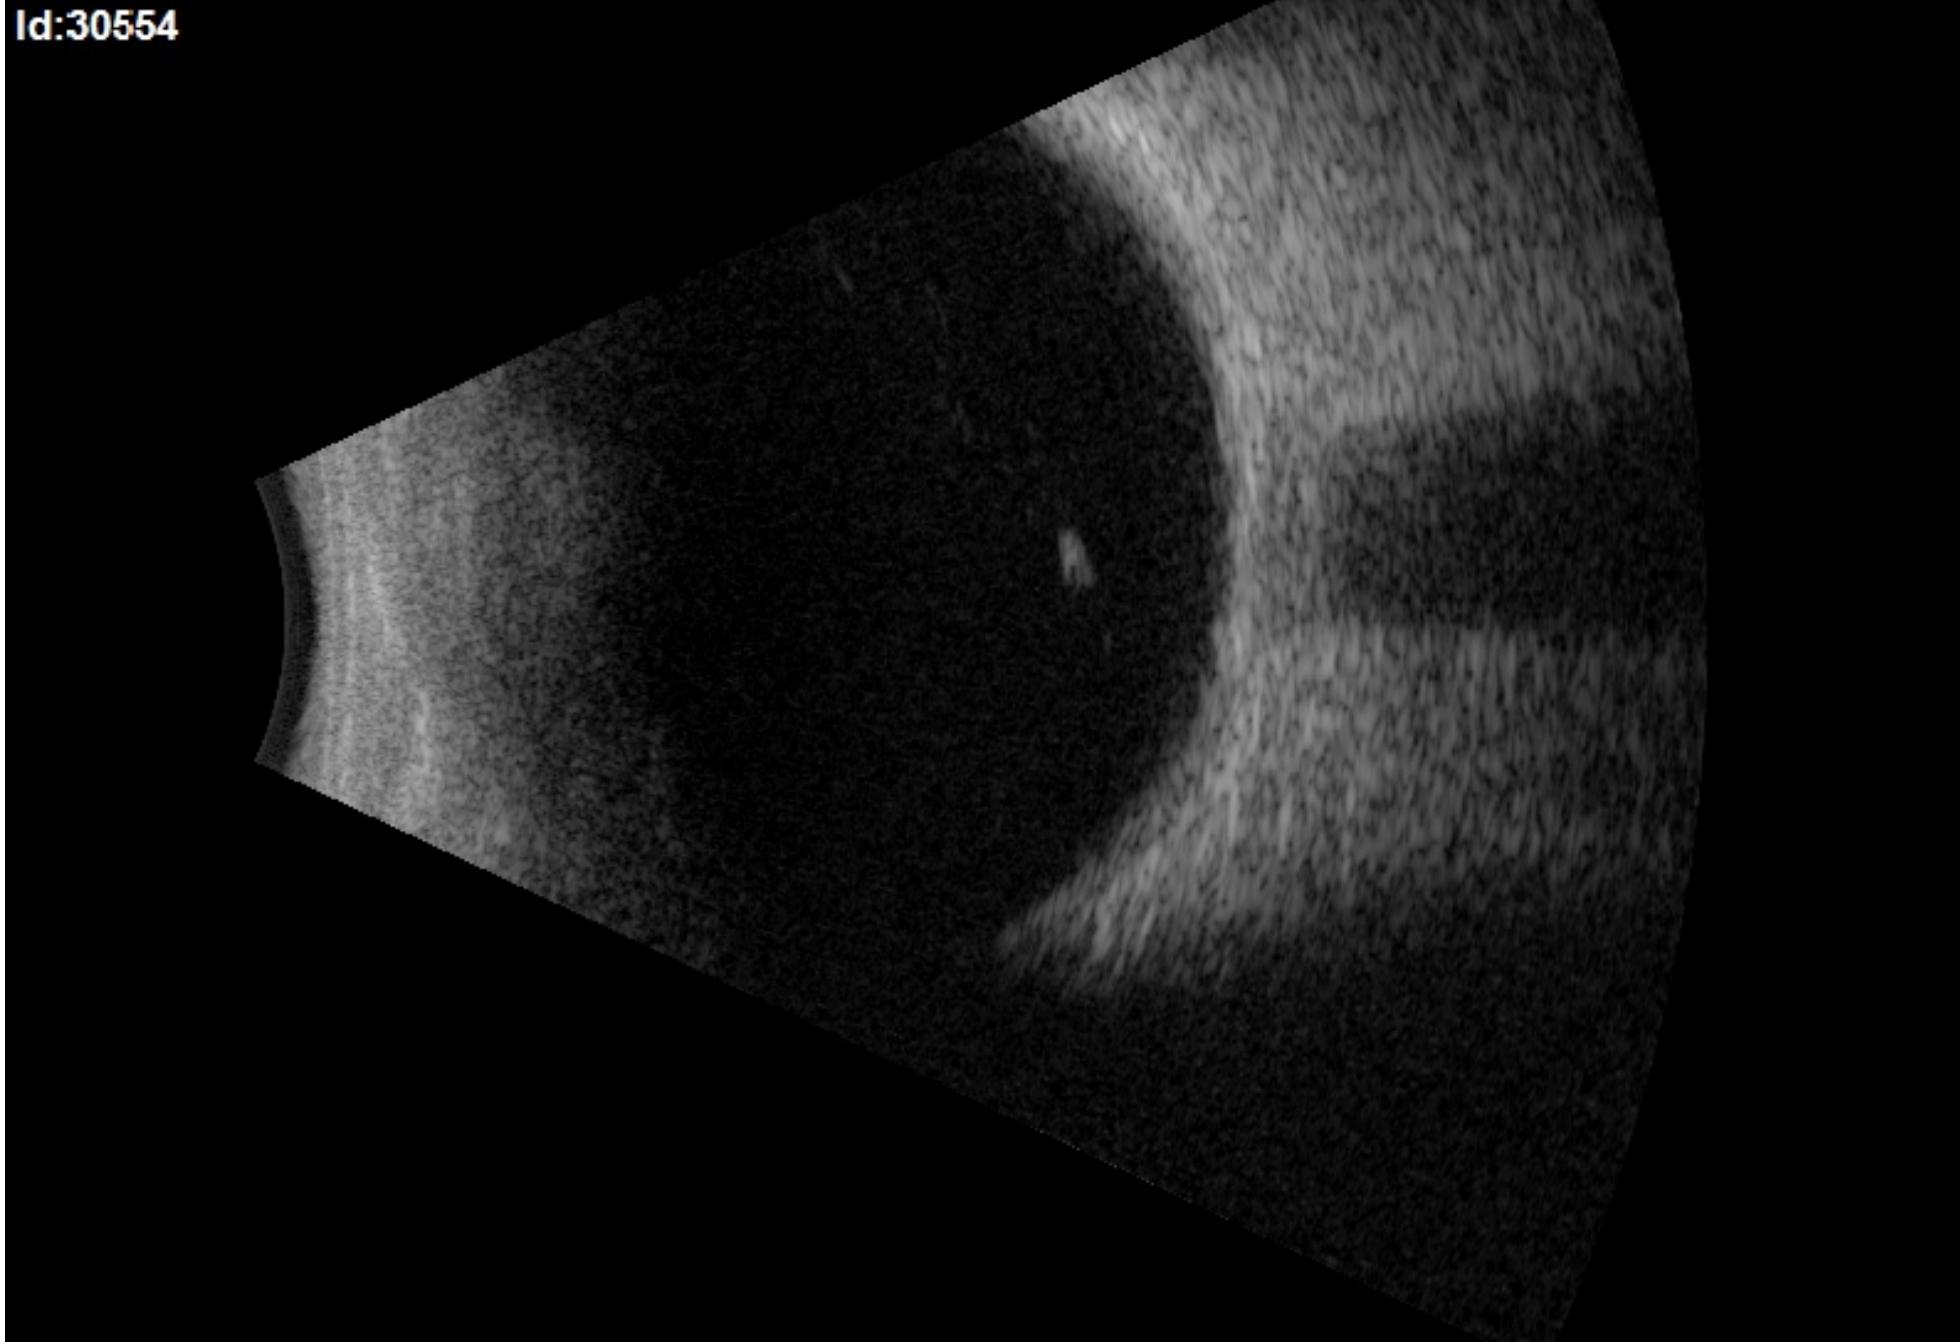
Ultrassonografia de OD: Retina normoaplicada e ausência de turvação vítreia
